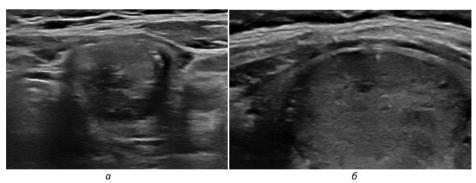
УЗИ ЩЖ: a — поперечный срез левой доли; b — продольный срез, фрагмент правой доли (полное измерение невозможно). Узловой загрудинный зоб правой доли
